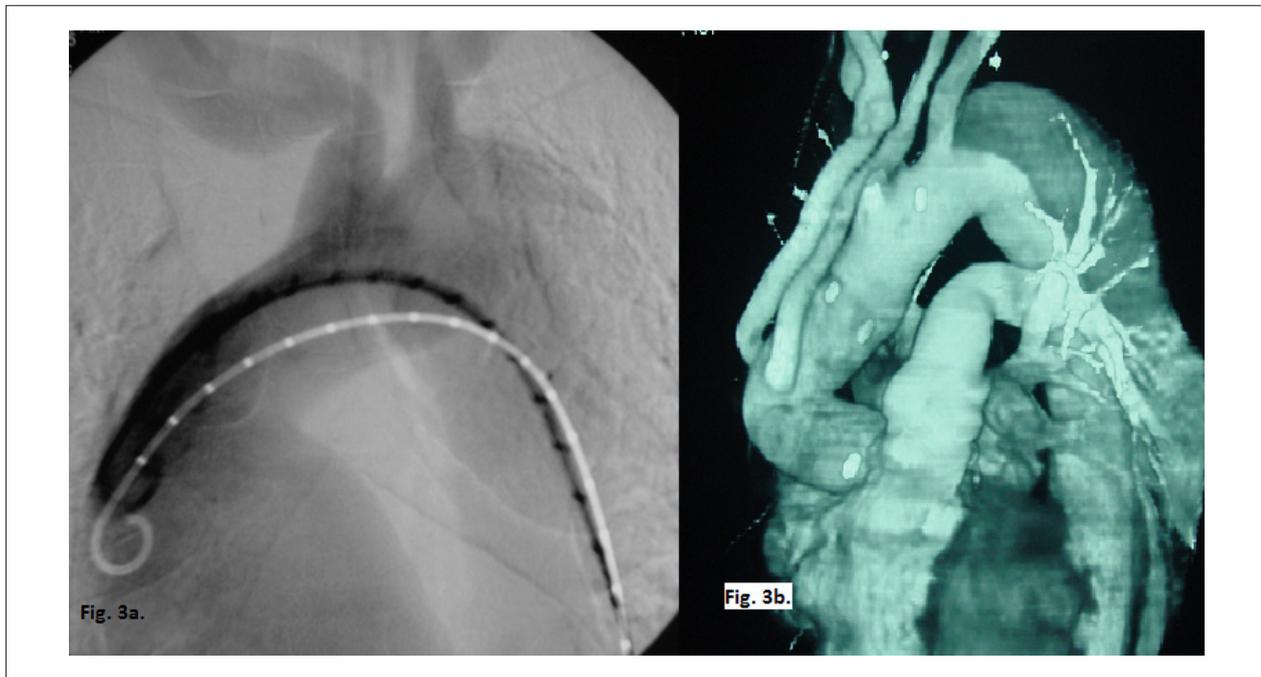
Angiografia digital pré-operatória do paciente com aorta ascendente e dissecção da aorta torácica (a). Observe que a distância entre a artéria carótida esquerda e a artéria subclávia esquerda é de quase 1 centímetro, e que artéria carótida esquerda e o ostio do tronco braquioencefálico estão quase ao mesmo nível. É possível adiantar que o reparo do arco tipo II permite instalar uma endoprótese de maneira segura em Z0. TC do mesmo paciente após a substituição da aorta ascendente (b).
